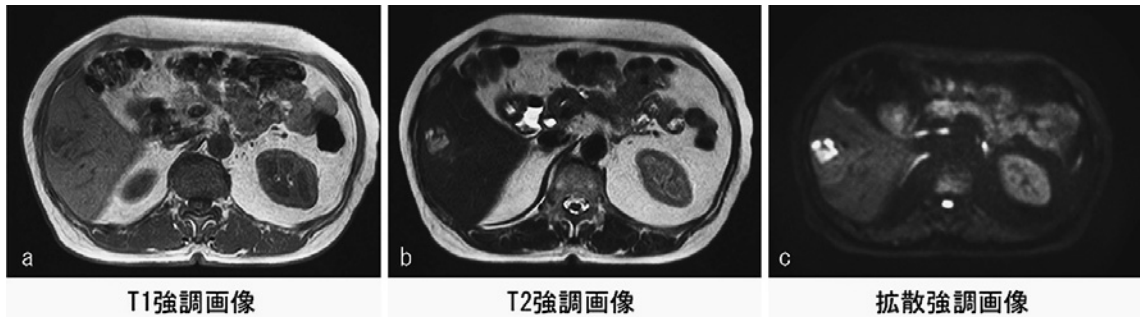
前医 MRI：肝 S5 の被膜下に T1 強調画像で低信号 (a)、T2 強調画像で高信号 (b)、拡散強調画像で高信号 (c) を呈する境界不明瞭な病変を認める。内部には房状の嚢胞様領域を認める。
